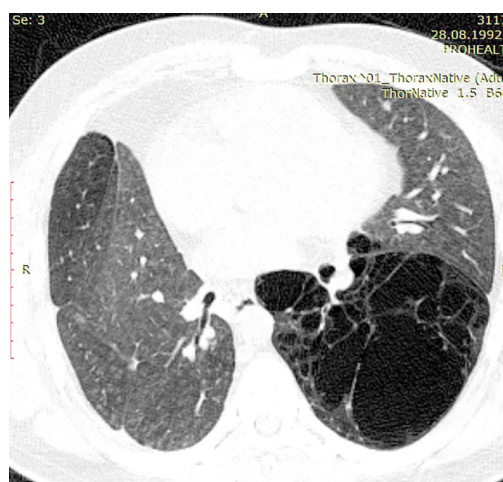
Комп'ютерна томограма органів грудної порожнини хворого Г., 25 років. Множинні легеневі кісти, дифузний бронхіоліт.
